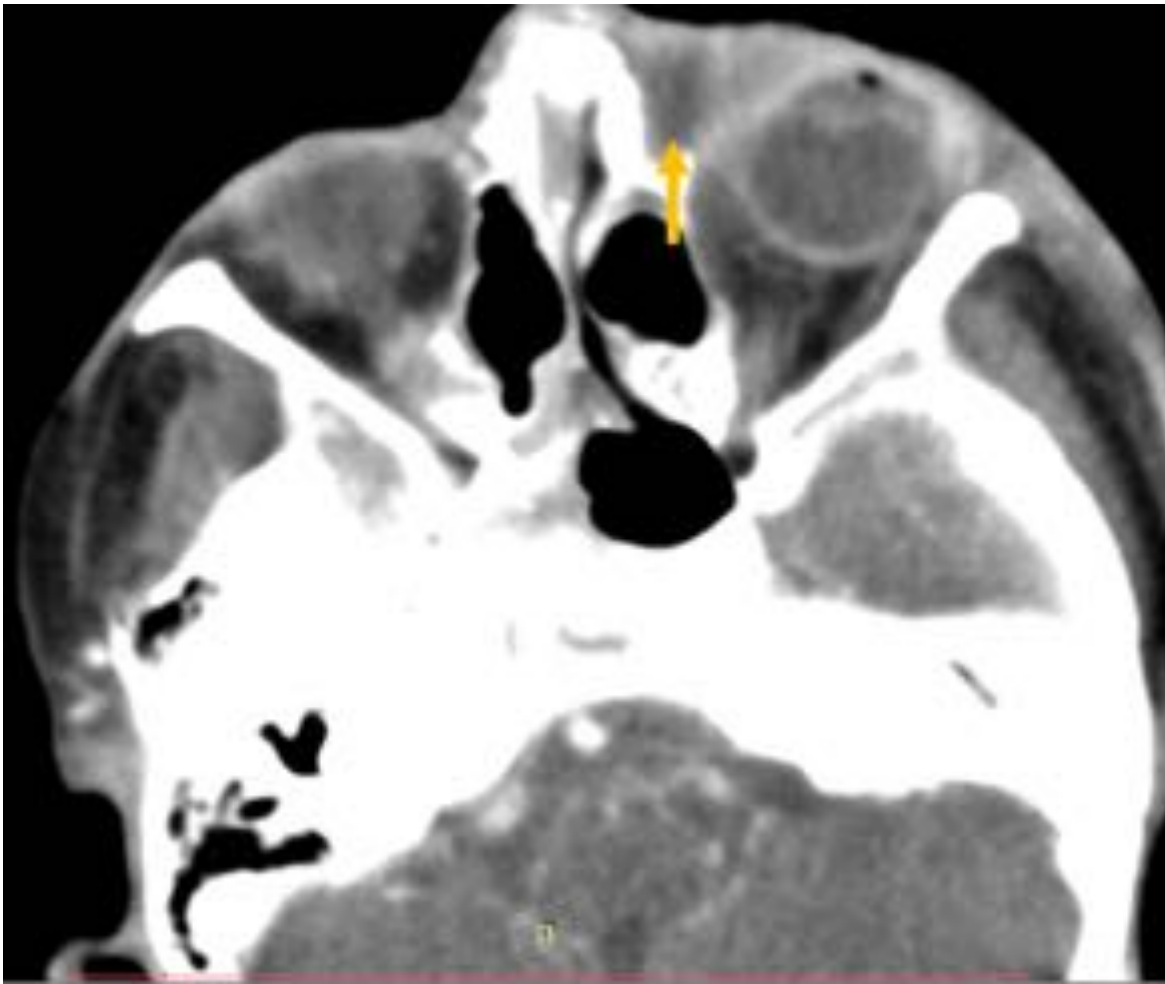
Dacriocistitis. Corte axial de TC de cráneo con CIV en una niña de 5 años de edad que clínicamente presenta inflamación y e induración del ojo izquierdo. Se observa un realce periférico del saco lacrimal (flecha amarilla) el cuál está dilatado debido a obstrucción del conducto nasolacrimal.
